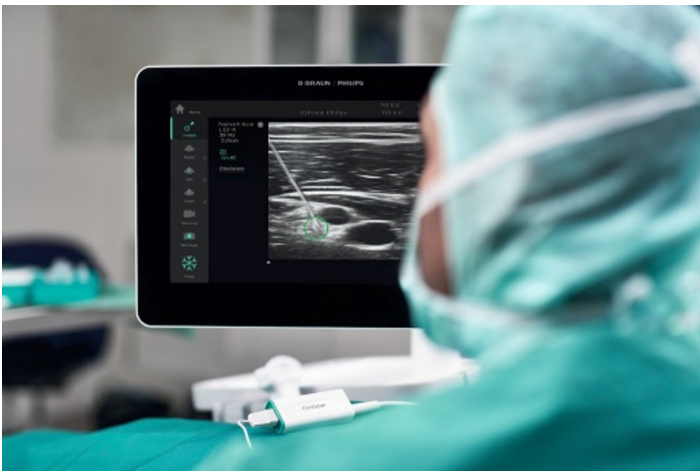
Visualización de la aguja de estimulación en el ultrasonido
